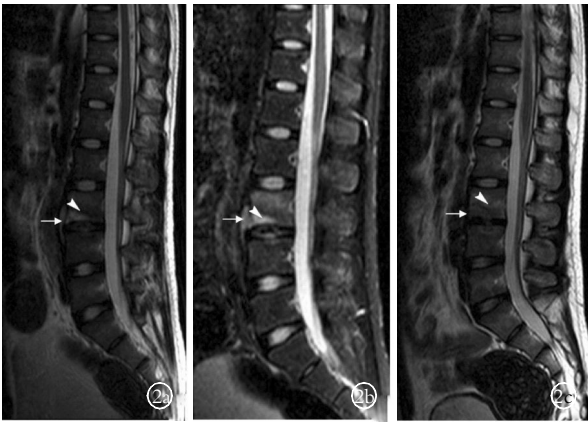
患儿,男,13岁,腰痛1个月余入院 2a,2b. MRI T2WI 及 STIR 示 L₃ 椎体信号改变,椎前条形脓肿,无后凸畸形 2c. 经3个月抗结核治疗后随访, MRI T2WI 示 L₃ 下缘稍长 T2 信号,椎旁脓肿消失,随访时亦无后凸畸形
